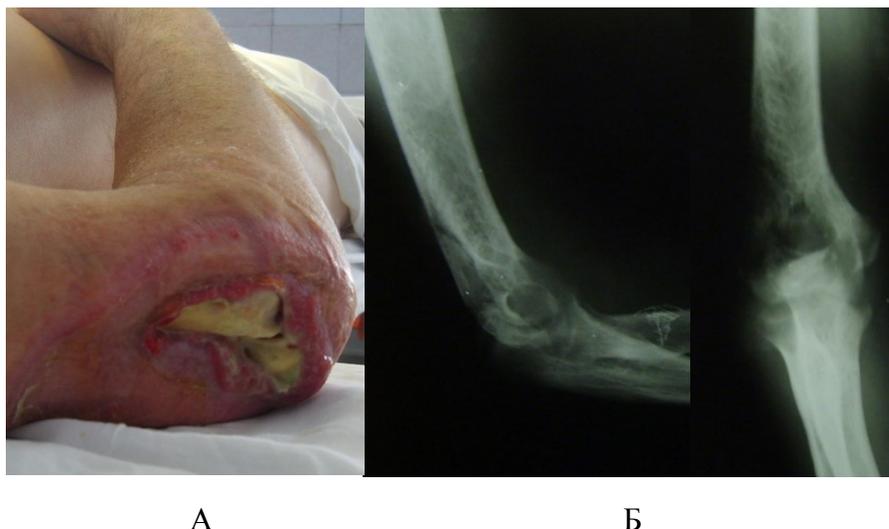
Состояние правой верхней конечности до операции: А – внешний вид области правого локтевого сустава до операции, Б – рентгенограмма правого локтевого сустава пациента в двух проекциях до операции
